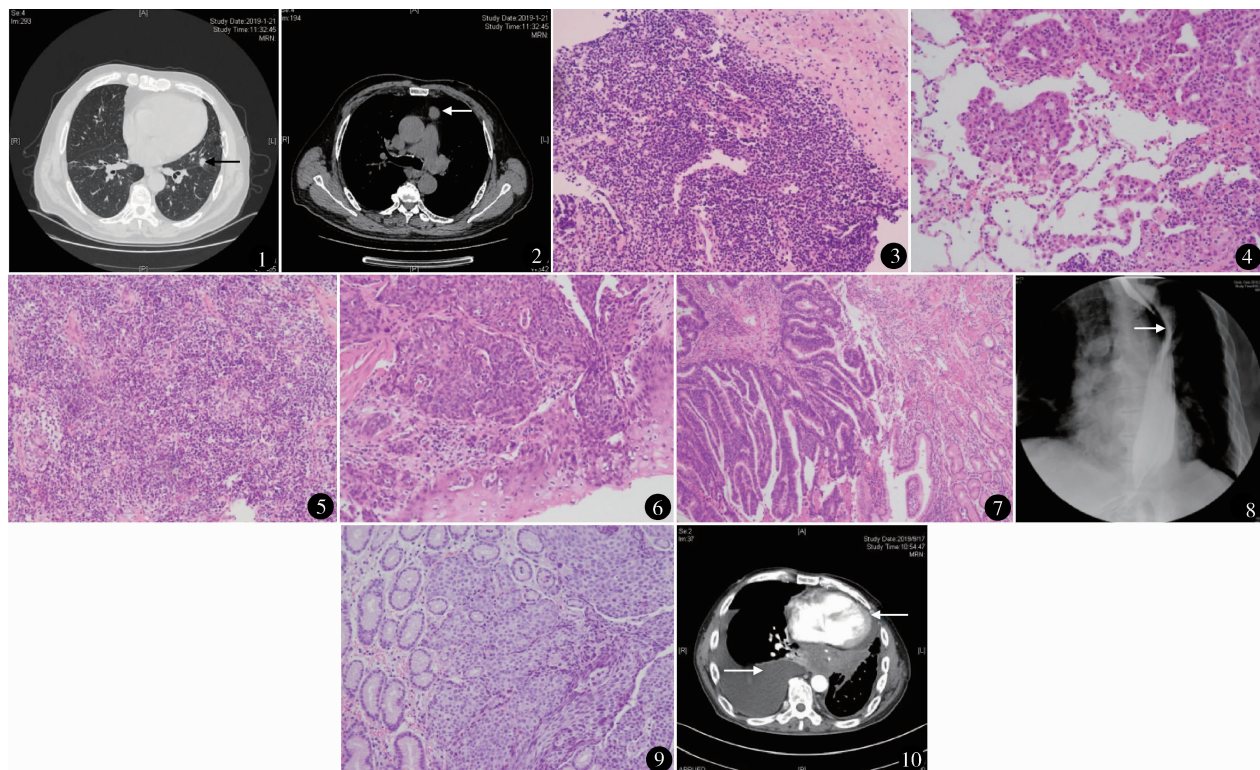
胸部 CT 示左肺上叶毛玻璃结节 图 2 胸部 CT 示前纵隔软组织密度影
